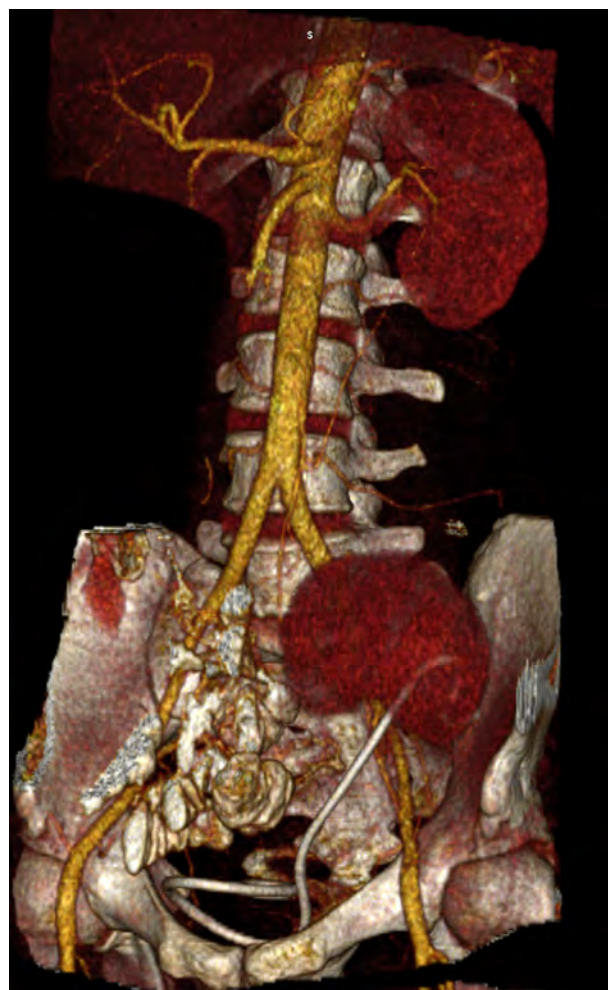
МСКТ-скан (3D-реконструкция): послеоперационный контроль – реплантированная почка в левой подвздошной ямке.
